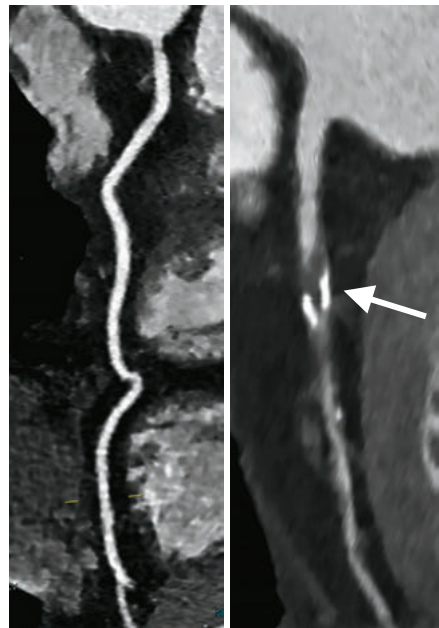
Kardiale Computertomografie oder Herz-CT
